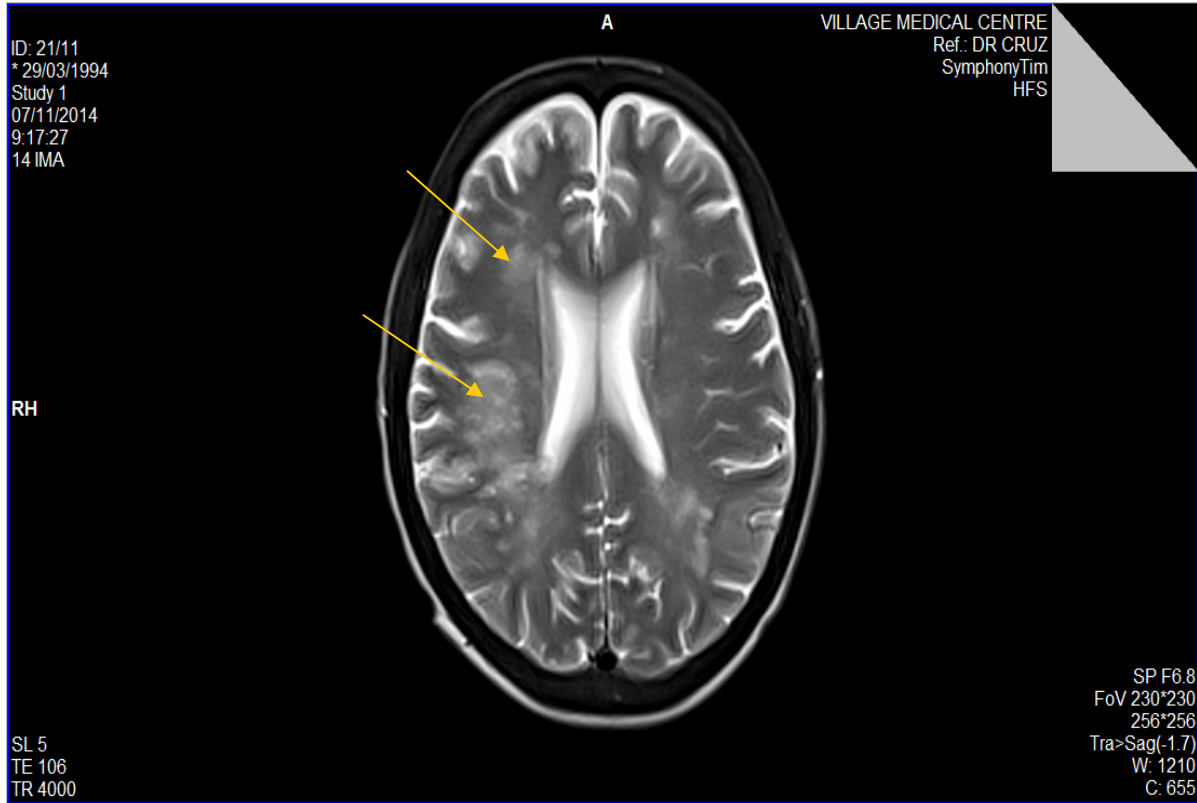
Resonancia magnética nuclear de cráneo: infarto cerebral agudo de la región frontoparietal derecha (área de Watershed) -flechas-. Cambios isquémicos crónicos de pequeños vasos de la sustancia blanca periventricular frontal y parietal, centrum semiovale, y de ambos ganglios basales
